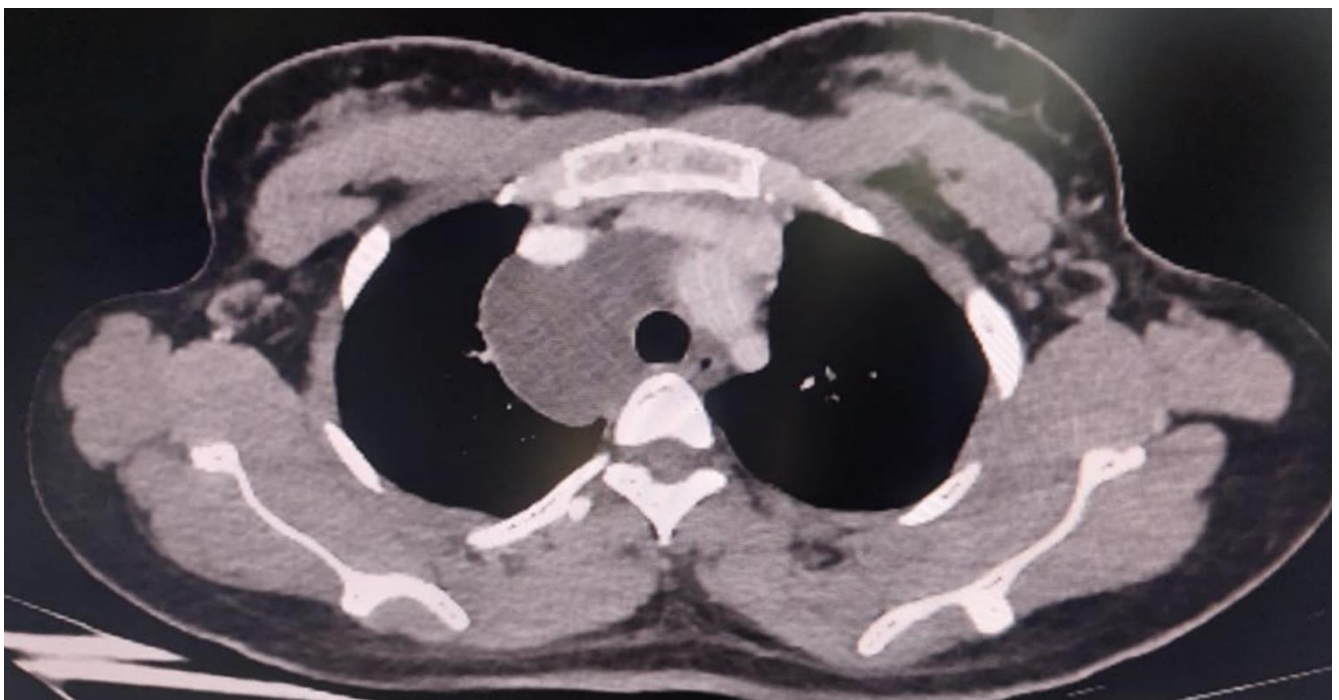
TDM thoracique montrant une masse médiastinale para-trachéale droite de densité liquidienne
